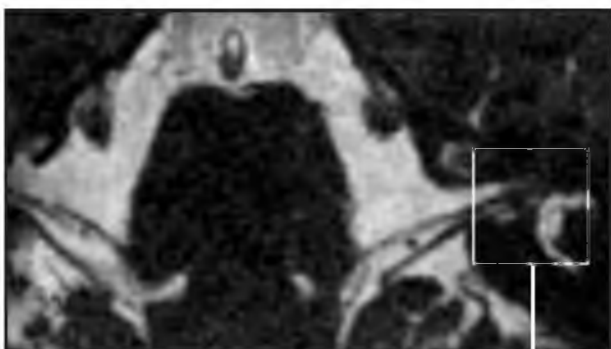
Пациент Р., 46 лет, с диагнозом «внутриканальная невринома VIII ЧН». МРТ 3D-FIESTA-ИП косоаксиальная плоскость
